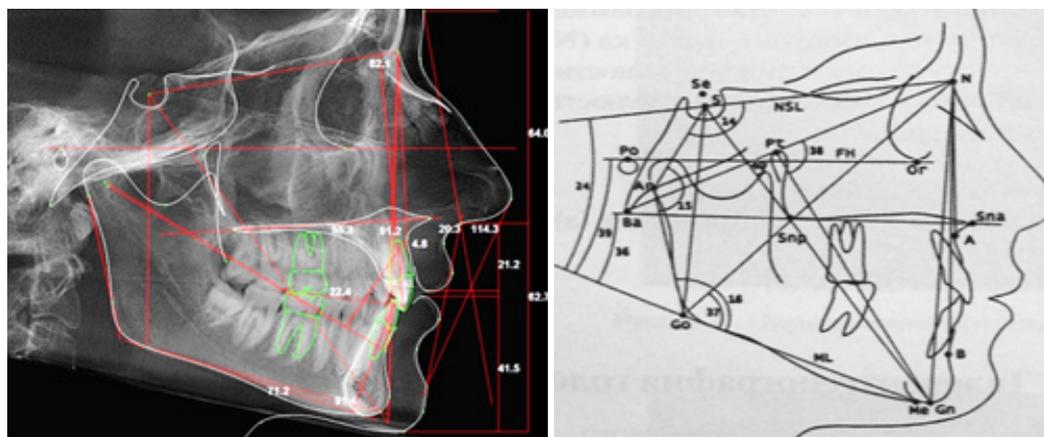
Телерентгенография
